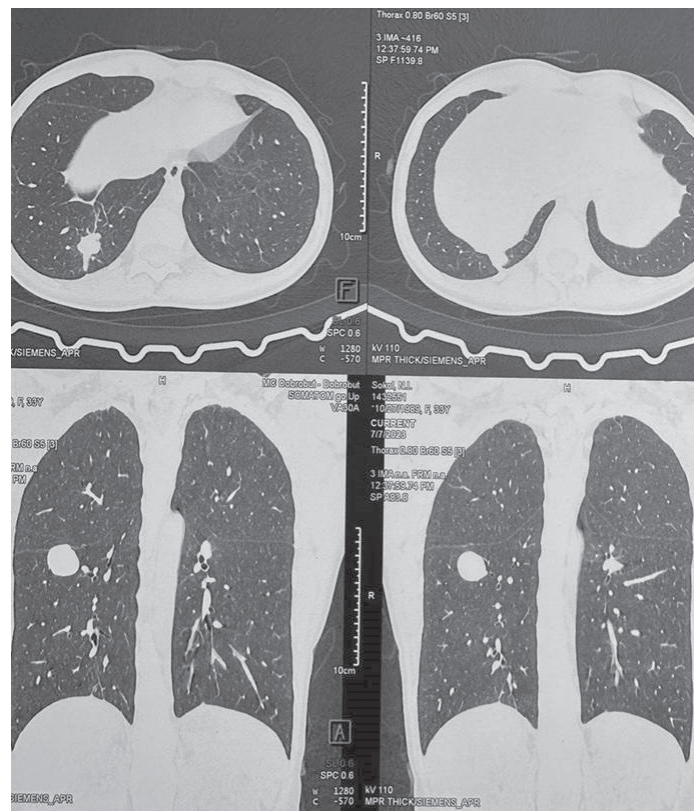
На КТ ОГП – кістозні утворення 6-го та 10-го сегментів правої легені
